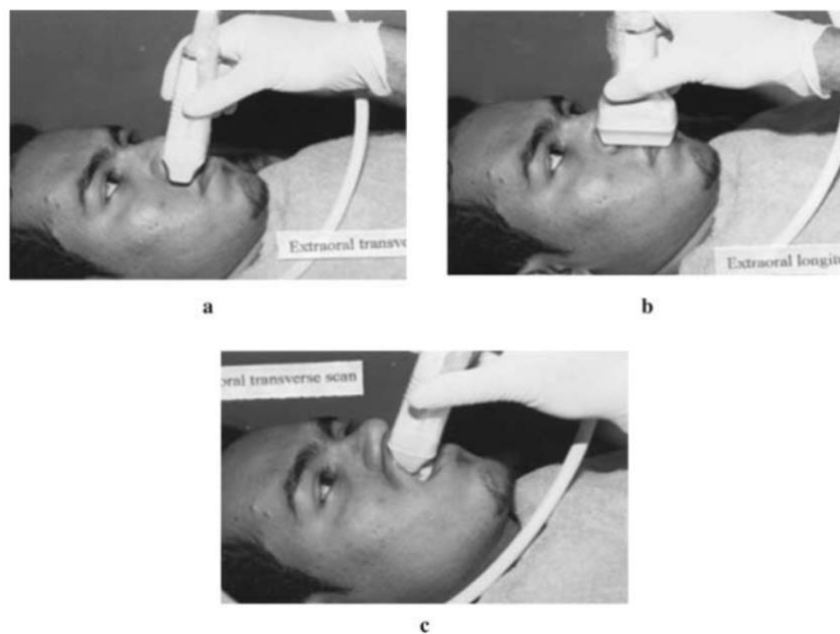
Positionnement de la sonde d'échographie dans le secteur antérieur maxillaire ; (a) Échographie extraorale transverse, (b) Échographie extraorale longitudinale, (c) Échographie intraorale transverse (26)
